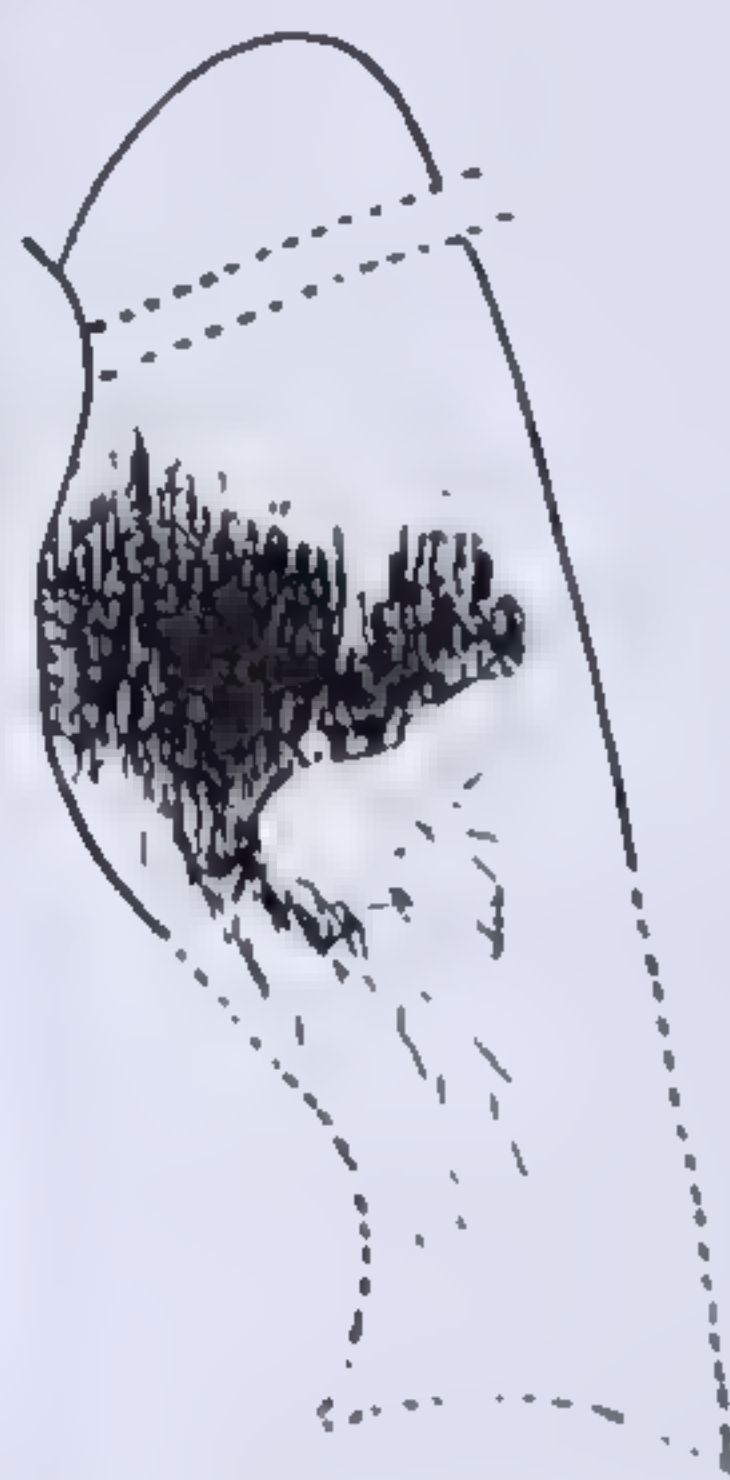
b. — Același caz. Tomografia arată același aspect. La intervenție se confirmă diagnosticul de limfosarcom, verificat și biptic (colecția dr. A. Rosenberg).
